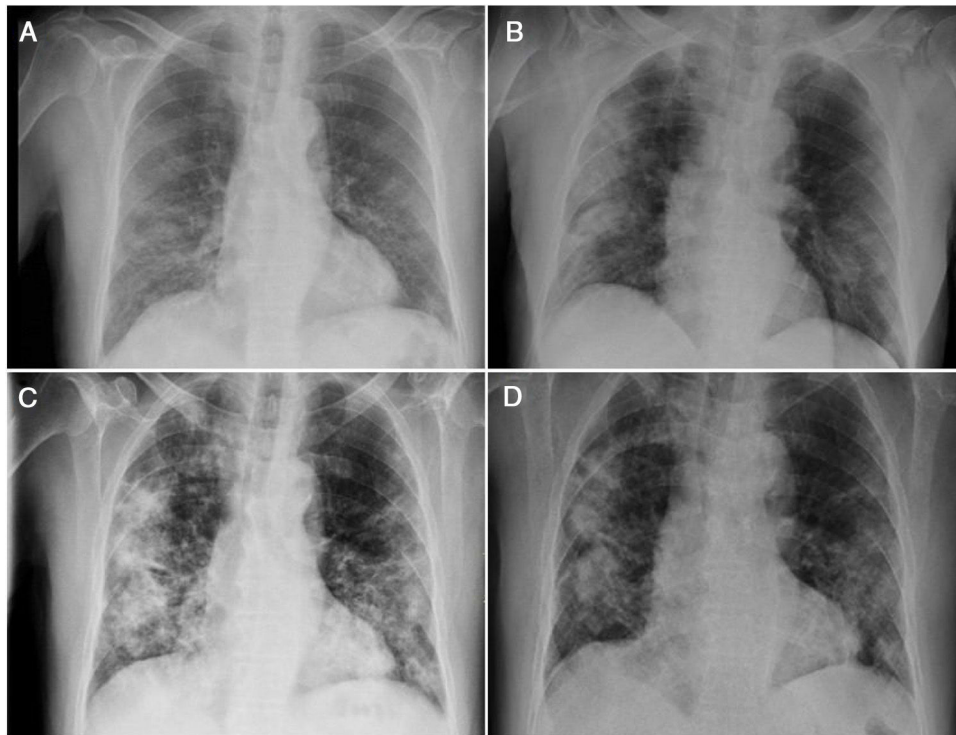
Radiografías de tórax donde se muestra la evolución radiológica del paciente durante el primer (A-B) y el segundo ingreso (C-D).
